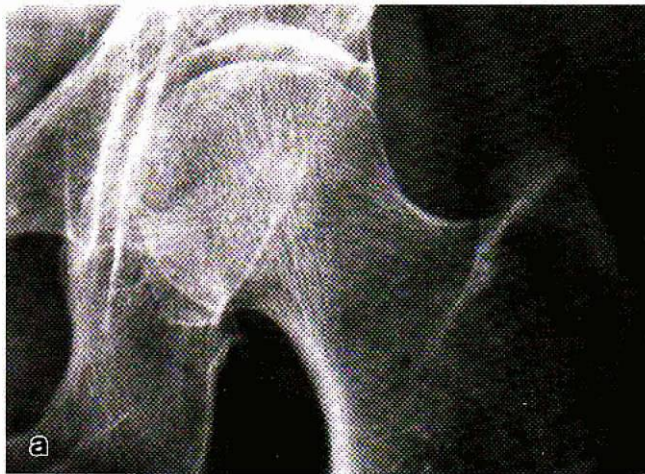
a-c. Femme de 79 ans, alléguant des douleurs inguinales gauches, mécaniques, apparues après un long voyage en voiture. a La radiographie initiale ne montre pas de lésion sur le col fémoral. A noter une déminéralisation osseuse. b Scintigraphie osseuse faite à la même époque. Sur l'incidence du bassin en face antérieure, existe une hyperfixation intense, sous capitale, extra-articulaire, intéressant l'ensemble du col fémoral gauche. c Une nouvelle radiographie, effectuée 15 jours plus tard, met en évidence une zone de condensation sur le bord interne du col fémoral gauche
